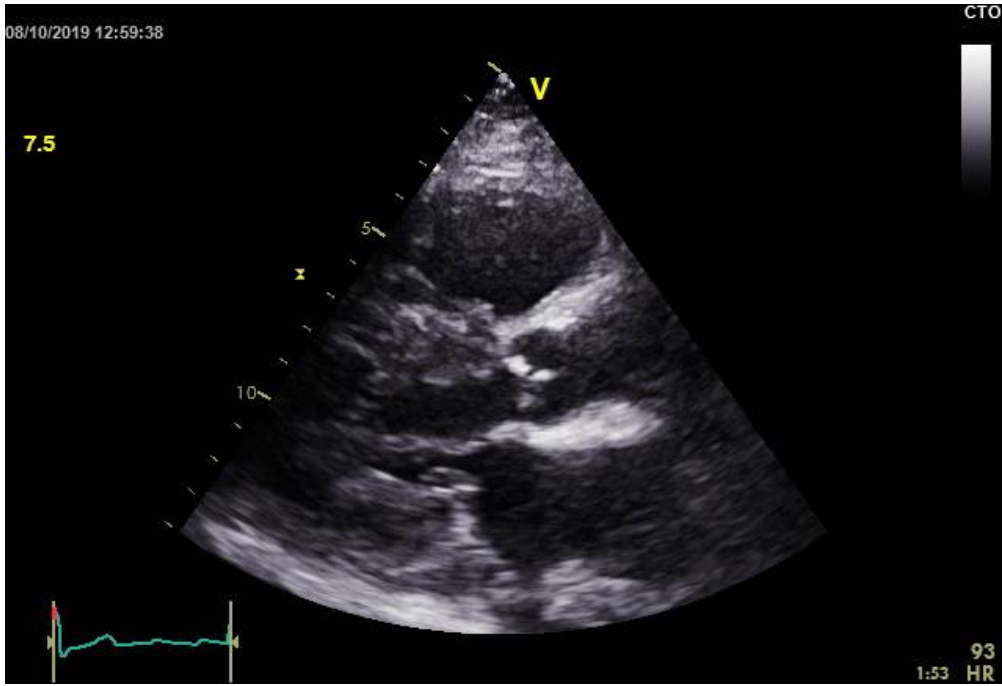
image échographique en coupe grand axe montrant une valve aortique épaissie, remaniée, calcifiée d'ouverture limitée.
